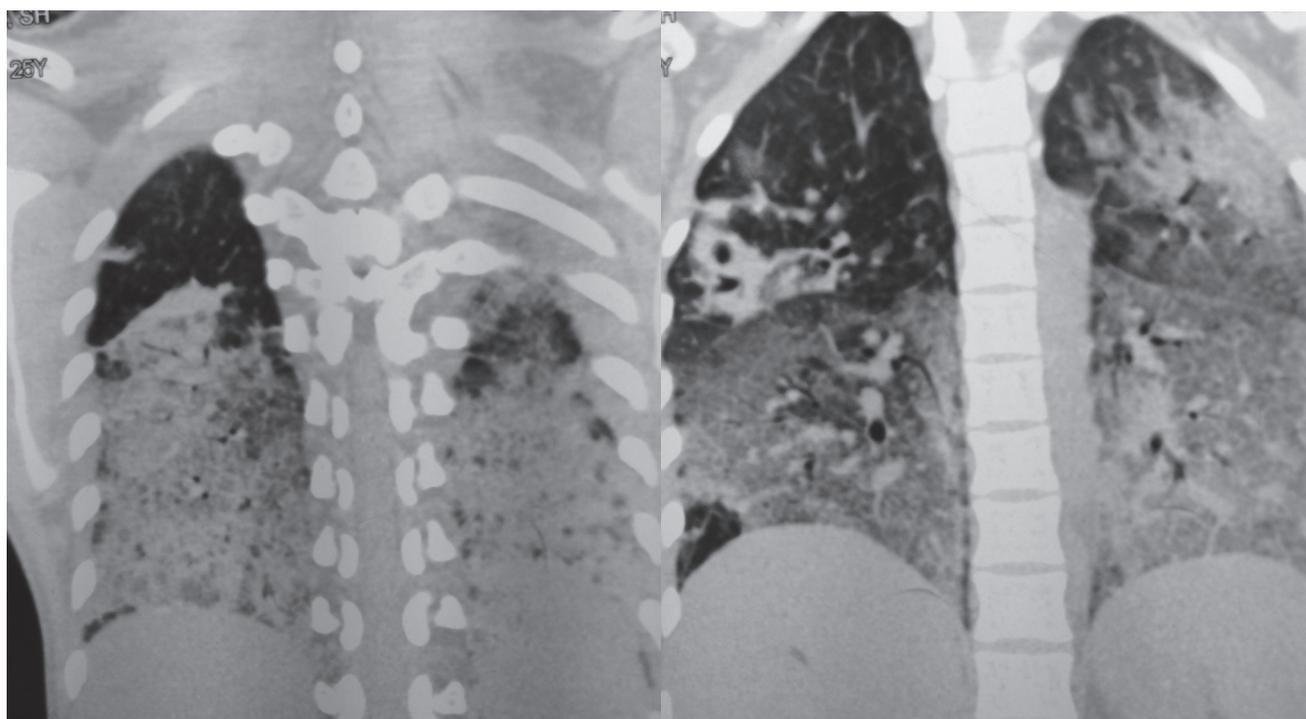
КТ органов грудной клетки больной М., 24 л., от 25.04.2014 г.
